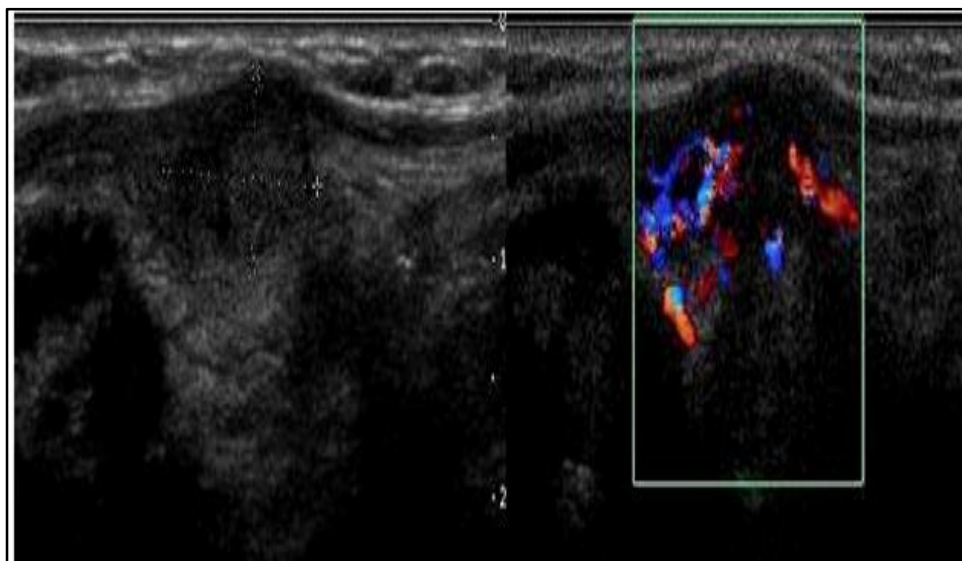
Nodule thyroïdien en coupe sagittale et en doppler couleur (cancer papillaire) (73)
